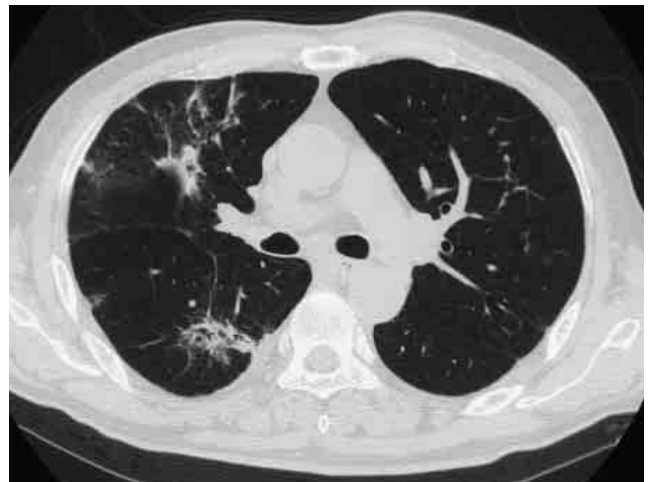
初診時（平成18年 2月 7日）の胸部 CT 写真
